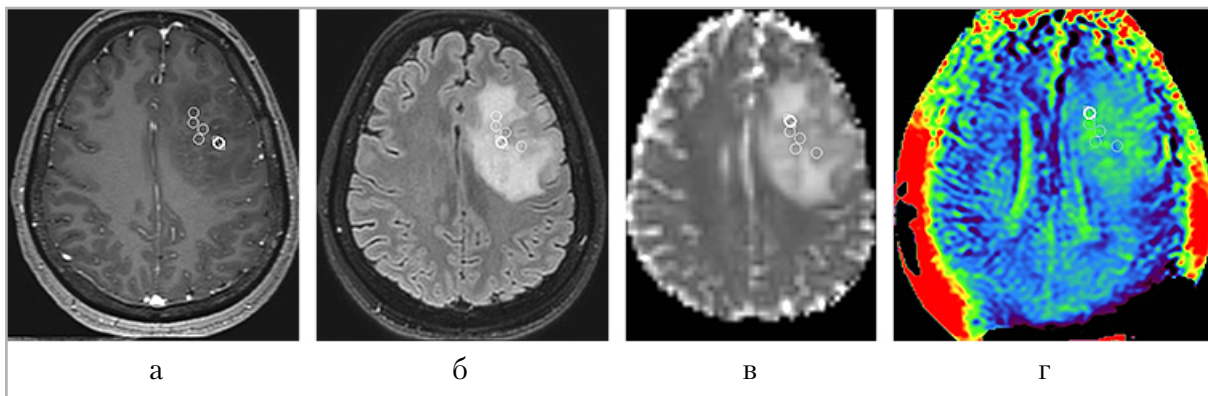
Пример размещения областей интереса в центральной части опухоли: *а* — T1-взвешенные изображения после контрастного усиления; *б* — T2-FLAIR взвешенные изображения; *в* — ИКД-карта; *г* — изображения, взвешенные по амидному протонному переносу
